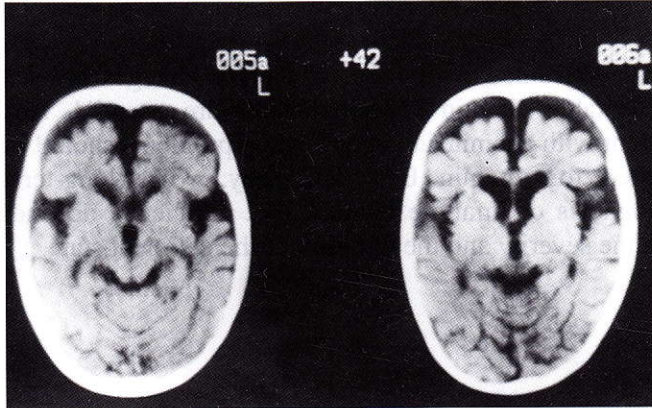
Case No. 1 CT scan showing marked frontal and frontoparietal cerebral atrophy
